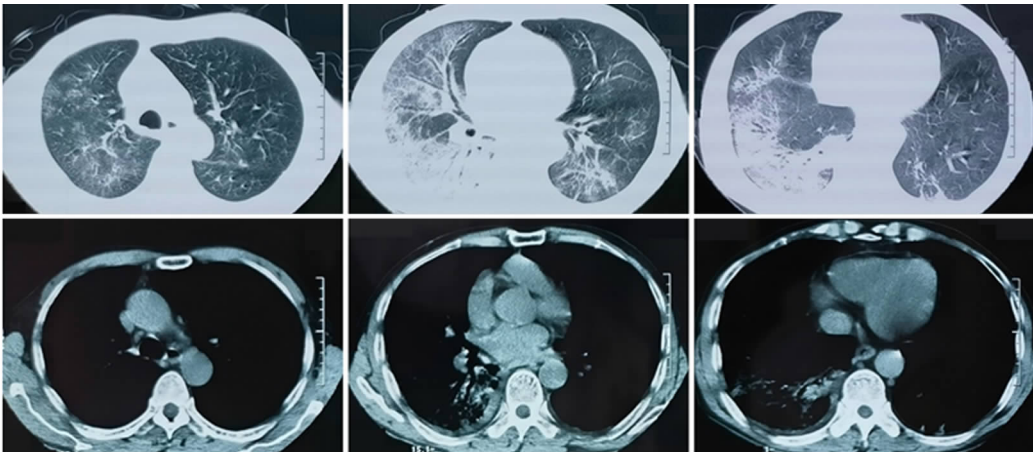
胸部 CT(2021 年 9 月 6 日)
